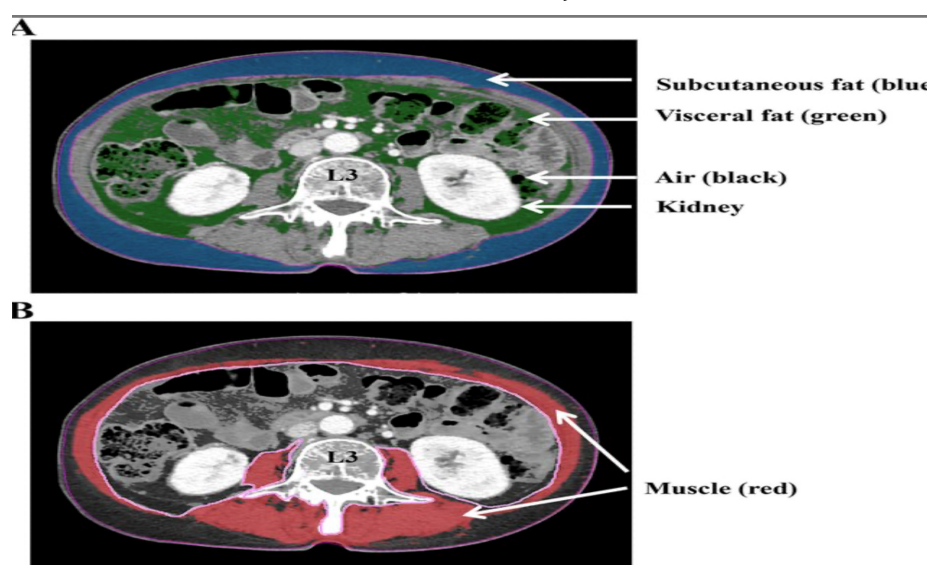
Tomografia e kompjuterizuar (CT) - Segmentim i yndyrës viscerale dhe subkutane. Ky imazh tregon prerje aksiale me ngjyrosje: e kaltër për yndyrën subkutane dhe e gjelbër për atë viscerale. Ky segmentim ndihmon në matjen e saktë të VAT dhe SAT në nivelin e vertebrës L3. (https://firevoxel.org/docs/html/userguide/ct_abd_segm.html?utm_source=chatgpt.com).
